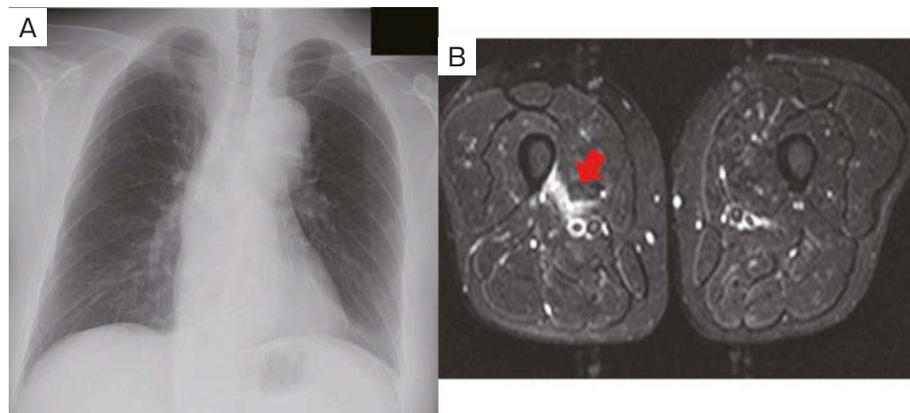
Imaging findings on admission. (A) Chest X-ray on admission showed no abnormalities. (B) Magnetic resonance imaging (MRI) of bilateral thighs on admission. Axial fat-suppression T2-weighted image showed abnormal high intensity signals in the right vastus medialis (arrow).
